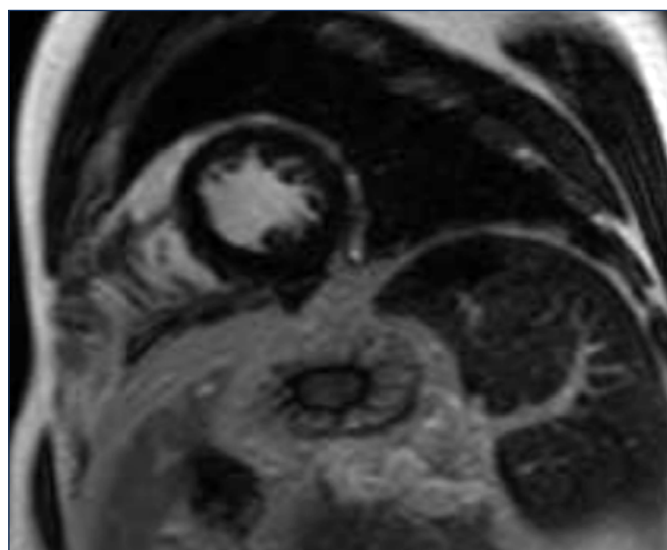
Ressonância cardíaca realizada após período de destreinamento, compatível com coração de atleta.
